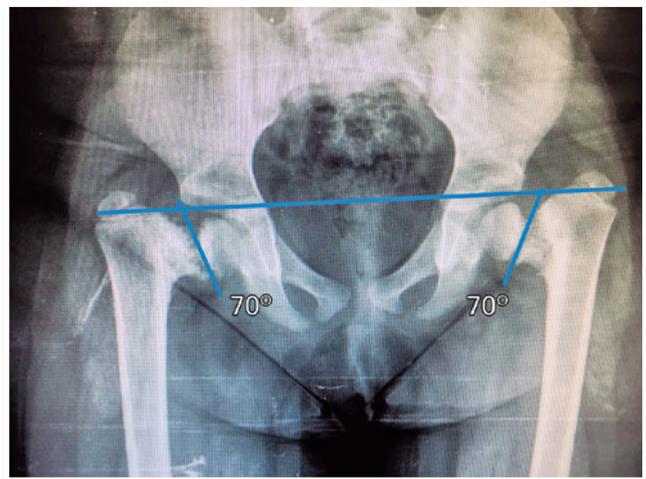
Radiografia de pelve, ântero-posterior, com ângulo Hilgenreiner episifário de 70° bilateralmente
